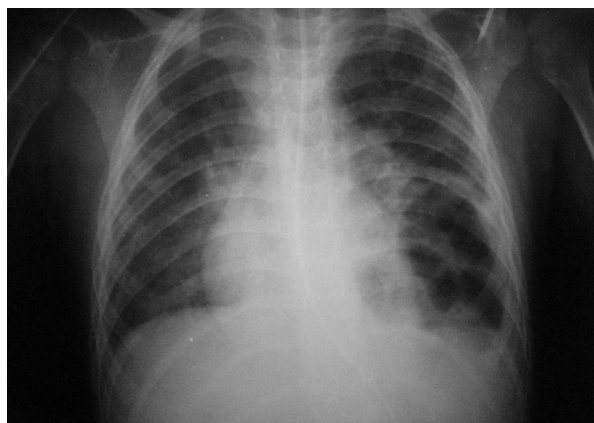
Radiografia de Tórax mostrando sinais de cavitação em uma área pulmonar com condensação à esquerda e velamento do seio costofrênico ipsilateral, sugestivo de derrame pleural.
